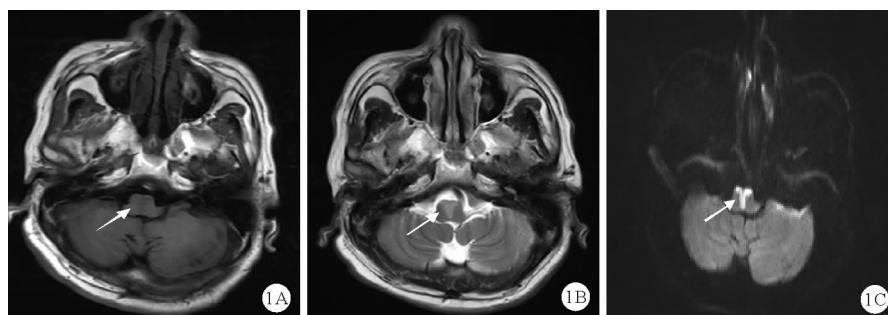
病例 1 头颅 MRI + DWI 检查结果: 延髓急性腔隙性脑梗塞 (A: T1 稍长信号; B: T2 稍长信号; C: DWI 高信号; 如箭头所示)
